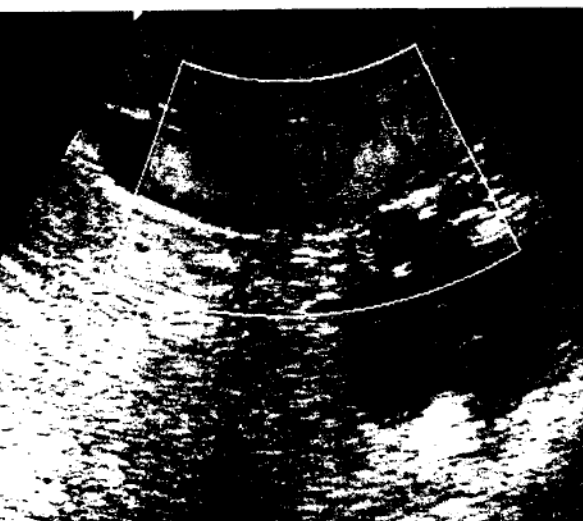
Achiziție Doppler color - sângele care vine spre sondă este roșu (săgeată albă) iar cel care se îndepărtează este albastru (săgeată neagră)
